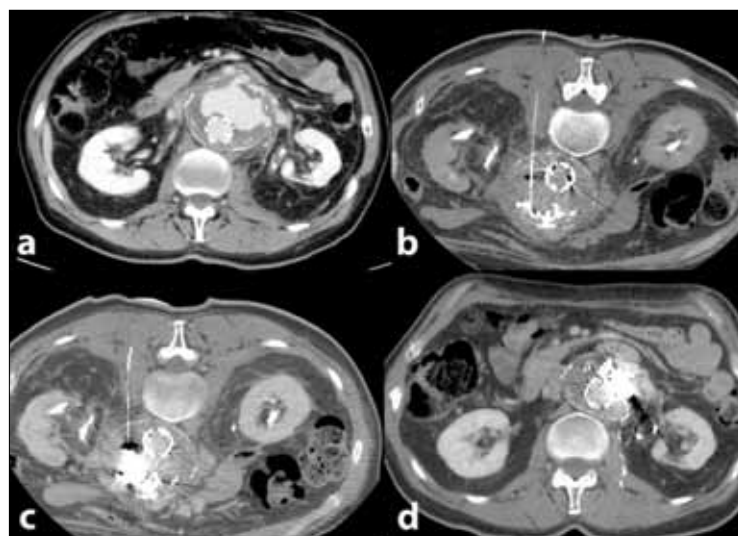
Лечение крупных эндоликов 2-го типа с помощью КТ-контролируемой эмболизации с Онух-20: а – КТ в поздней венозной фазе (120 сек после введения контраста): заметен крупный эндолик 2-го типа на передней поверхности стенки аневризмы, ранее леченной с помощью графт-стентирования; б – КТ-контролируемая пункция мешка аневризмы в положении лежа. Коаксиальное введение микрокатетера в полость аневризмы и эмболизация эндолика путем введения 4,5 мл Онух-20; в – заключительное сканирование после удаления катетеров. По мере постепенного извлечения катетеров под контролем КТ-рентгеноскопии полость аневризмы полностью окклюзирована Онух-20; д – последующее КТ спустя 6 месяцев демонстрирует отсутствие реперфузии эндолика.
